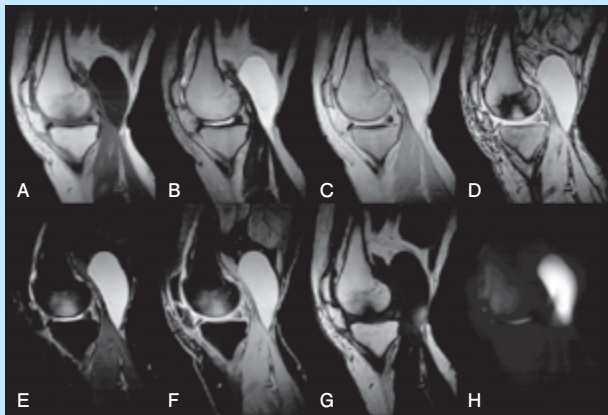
膝関節MRI thickness:3.0
